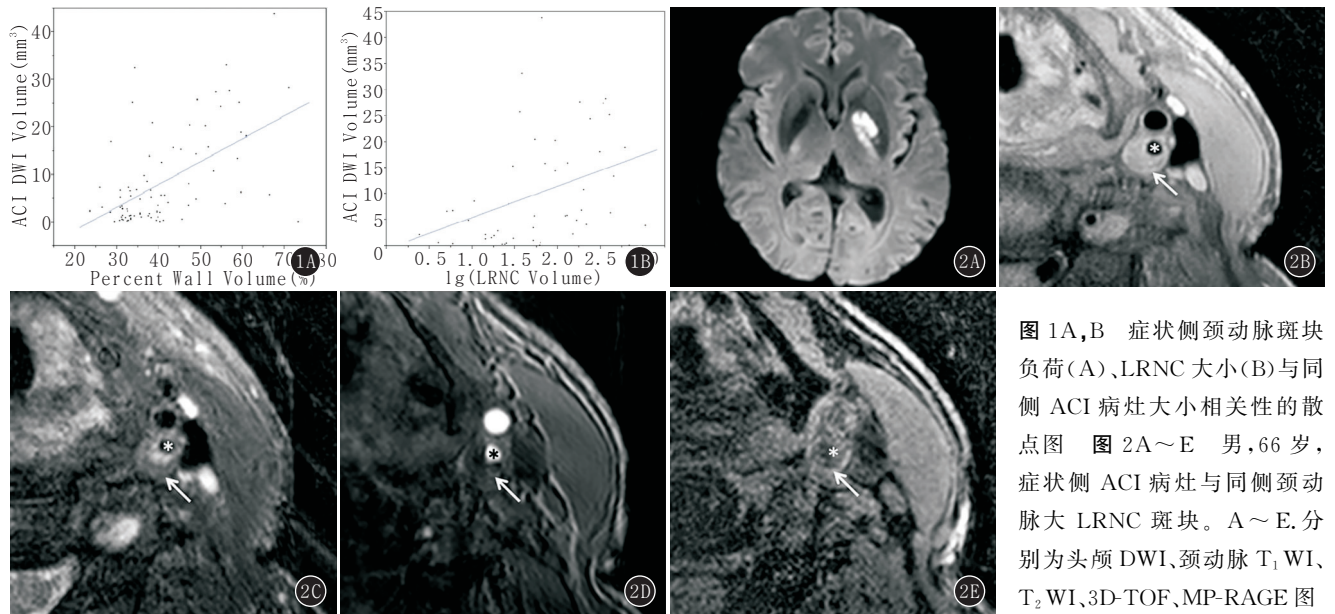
B 症状侧颈动脉斑块负荷(A)、LRNC 大小(B)与同侧 ACI 病灶大小相关性的散点图 图 2A~E 男, 66 岁, 症状侧 ACI 病灶与同侧颈动脉大 LRNC 斑块。A~E. 分别为头颅 DWI、颈动脉 T<sub>1</sub>WI、T<sub>2</sub>WI、3D-TOF、MP-RAGE 图
